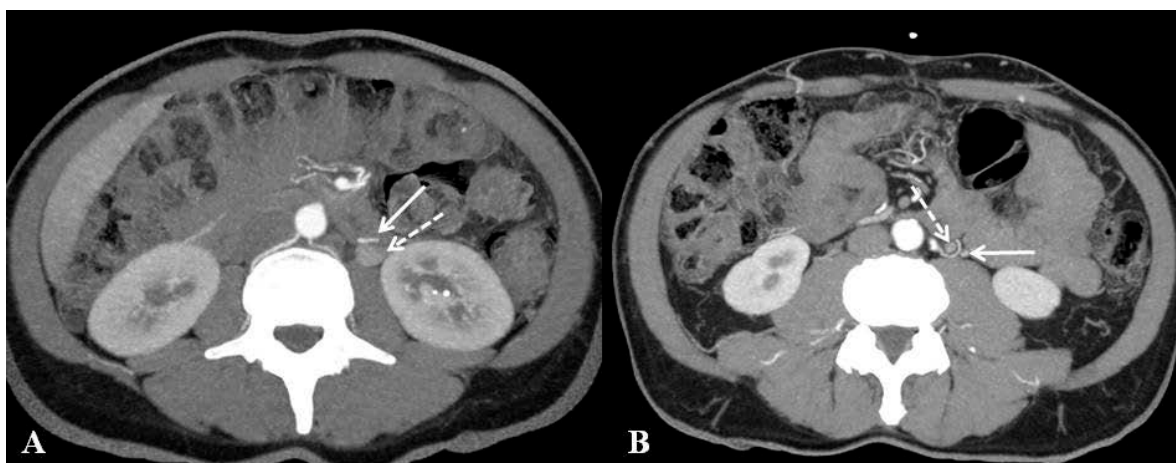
TC no plano axial demonstra a ACE (seta) com trajeto anterior à VMI (seta vazada) (A) e a ACE (seta) com trajeto posterior à VMI (seta vazada) (B). Fonte: arquivo da autora.
